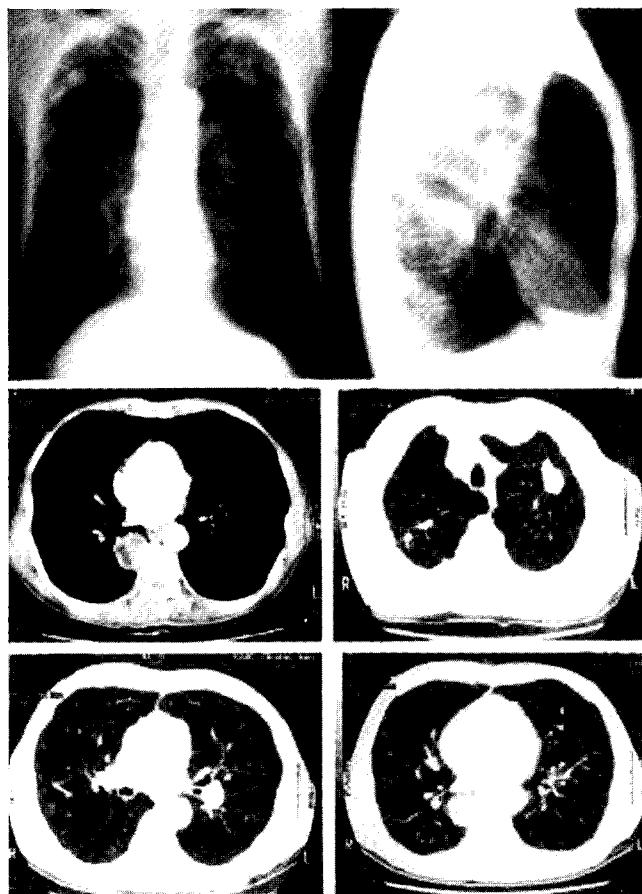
Preoperative chest PA & lateral view & chest CT scan show a mass in the right lower lobe & emphysematous change.
